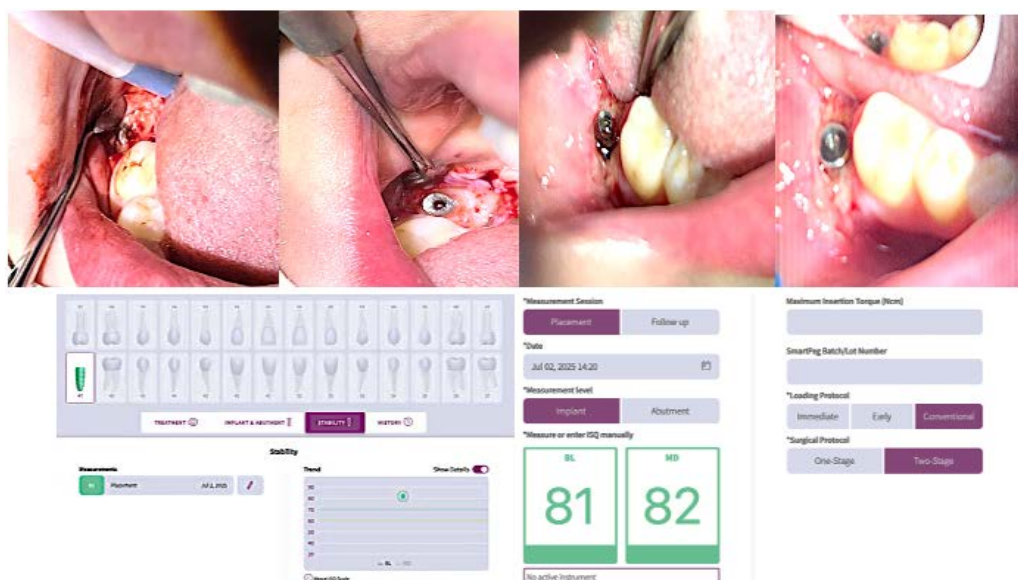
Application of dental implantation for correction of terminal dental arch defect 47 with crown prosthesis. Left to right: implant uncovering, osteotomy and bone osteoplasty above implant cover screw, removal of cover screw and attachment of resonance frequency analysis sensor for implant stability, sensor removal and fixation of healing abutment with peri-implant soft tissue plastic surgery, secondary implant stability values for implant 47 – 81 ISQ BL and 82 ISQ MD
